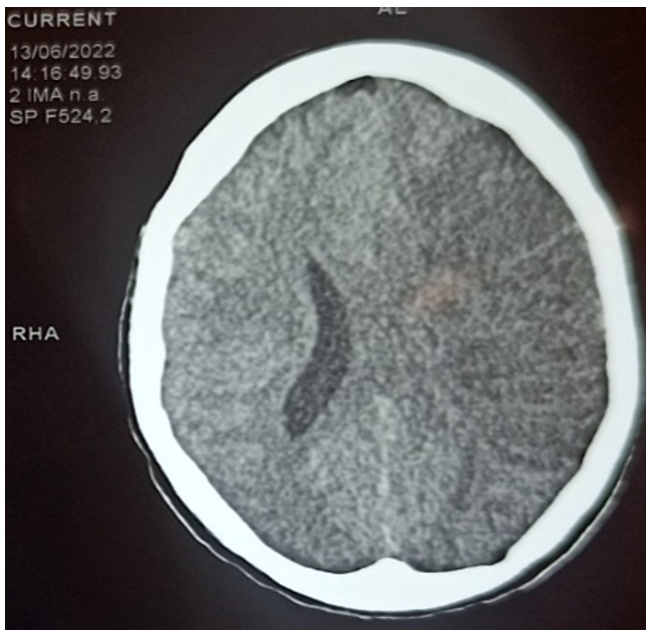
Tomodensitométrie (TDM) crâno-cérébrale avant injection du produit de contraste: large plage d'hypodensité hémisphérique gauche
